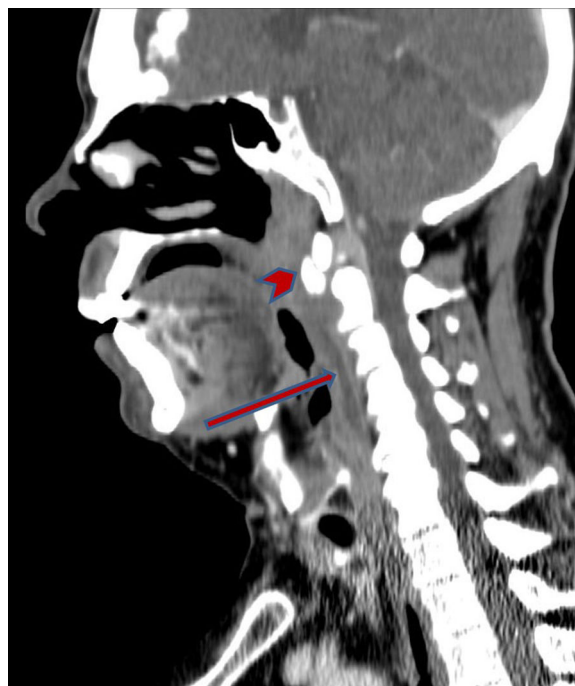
Corte sagital de TC de cuello con CIV, evidenciando colección prevertebral sin realce periférico asociado (flecha) y calcificación en el tendón del músculo *longus colli* a la altura de C2 (punta de flecha).
